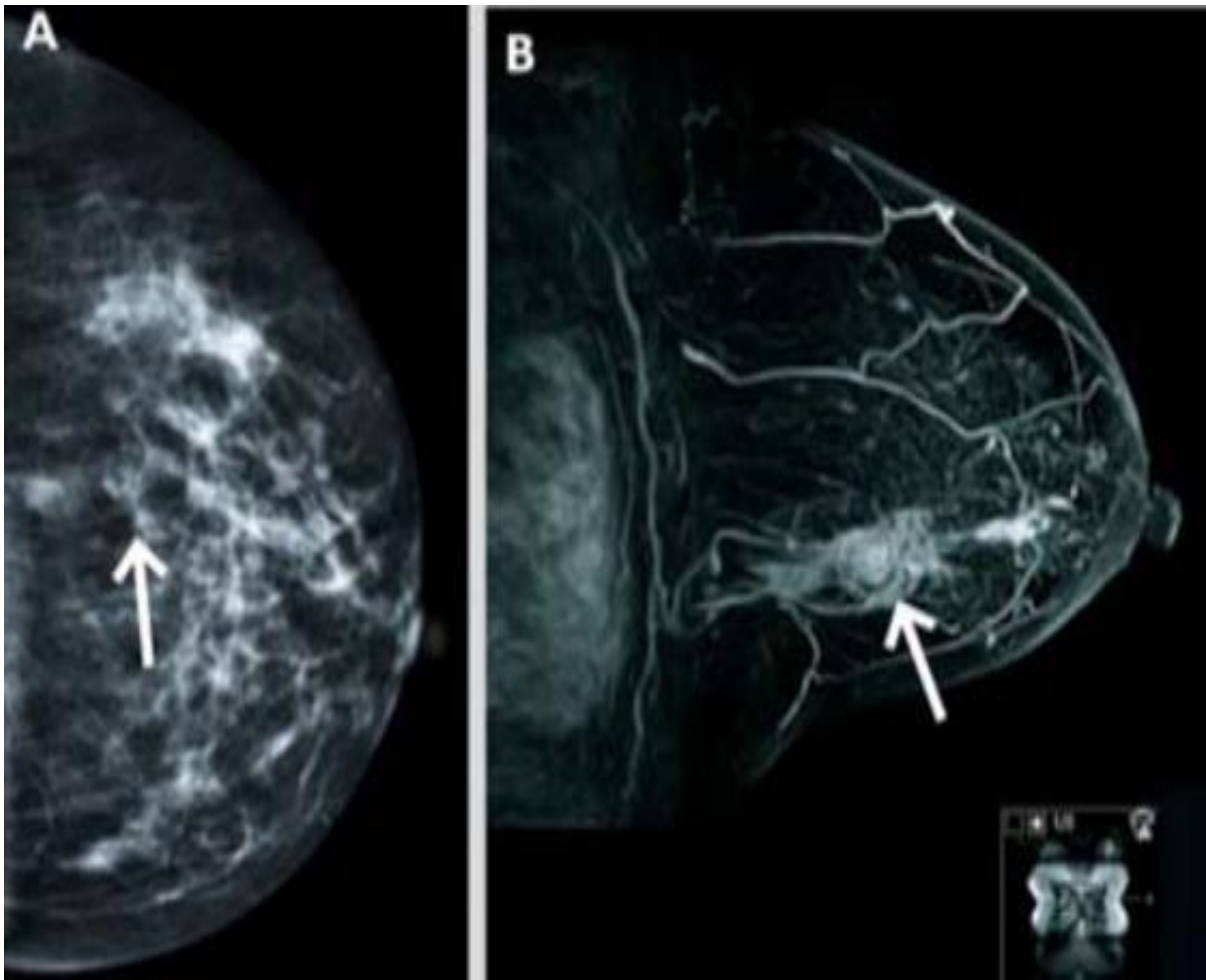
Carcinome in situ sur la mammographie et IRM
